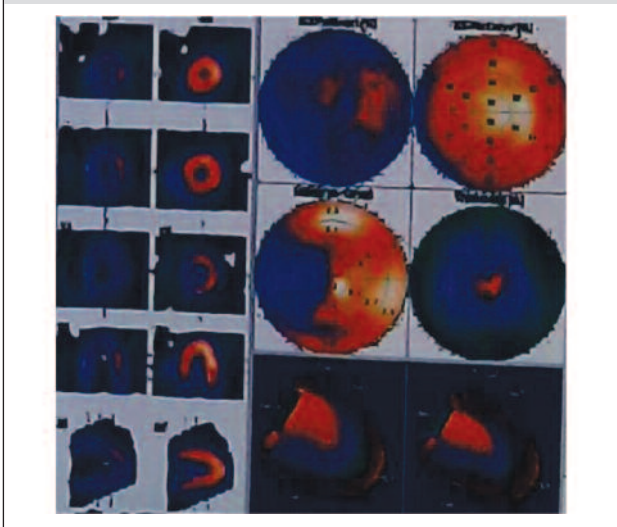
Перфузионная скintiграфия миокарда Александра К., 16 лет
